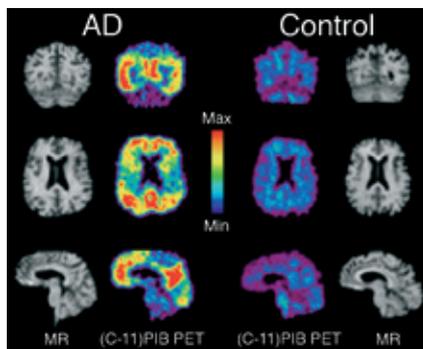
PET bei Alzheimer mit Pittsburgh compound B (www.radiology.upmc.edu)
